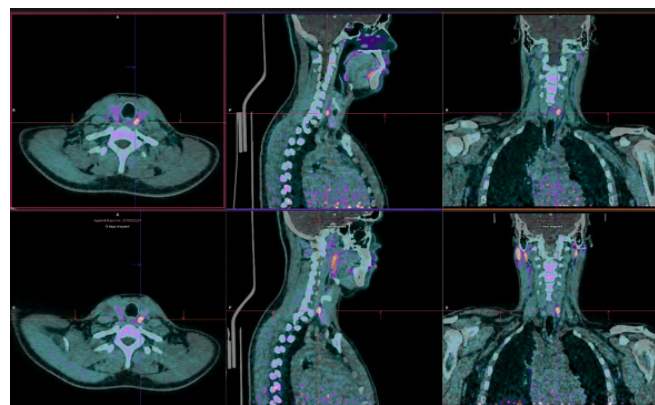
PET/CT com [^{18}F]FCH. Na linha superior imagens da fase precoce (5 minutos pós injeção) e na linha inferior imagens da fase tardia (60 minutos pós injeção). Identificação de incremento na captação do radiofármaco em posição retro tireoideia ao nível do terzo superior esquerdo (SUV_{máx}=8,48 vs SUV_{máx}=8,52), sugerindo lesão hiperfuncionante.
